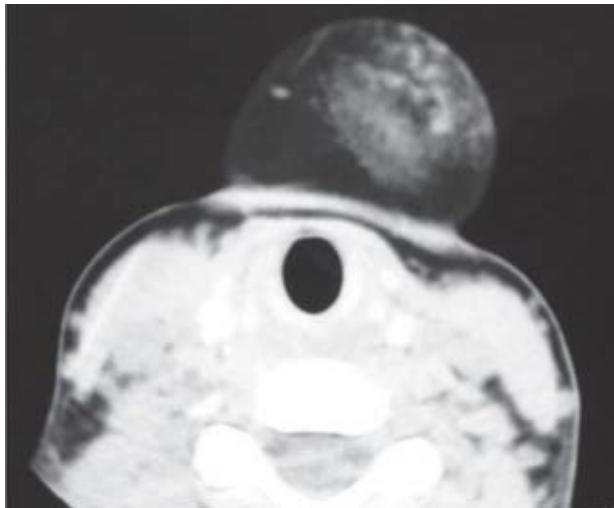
Tomografía contrastada.
